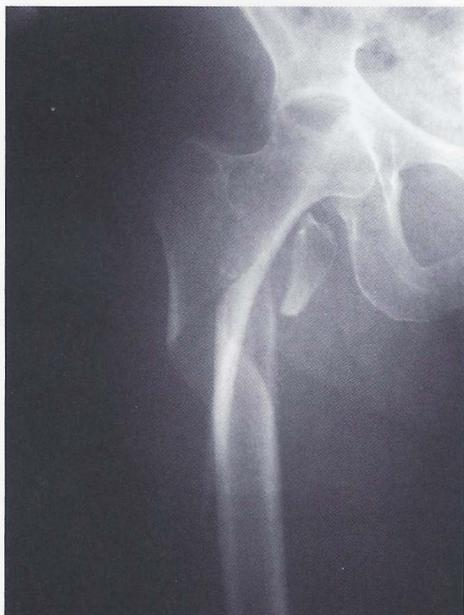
Radiografia do fêmur pré-operatório.
